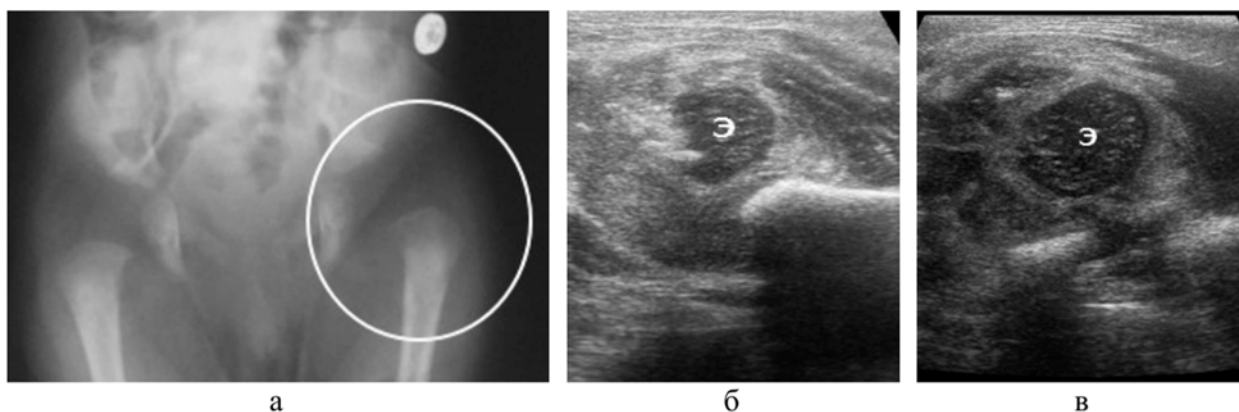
Рентгенограмма в прямой проекции и сонограммы пациента 2-х месяцев с ОМ проксимального МЭ бедренной кости; Э – эпифиз бедра; а – вывих бедра слева; б – латерализация головки бедра при сохраненной вертлужной впадине, головка бедра грубо структурно изменена; в – другой ребенок, продольный скан по латеральной поверхности тазобедренного сустава в провокационном положении, вертлужная впадина резко недоразвита, головка бедра грубо структурно изменена
